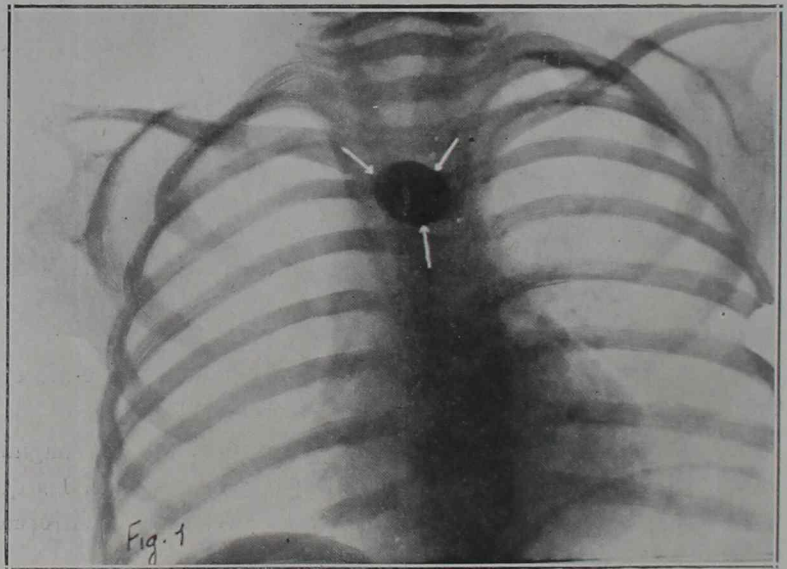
º 1.—Radiografía frontal
